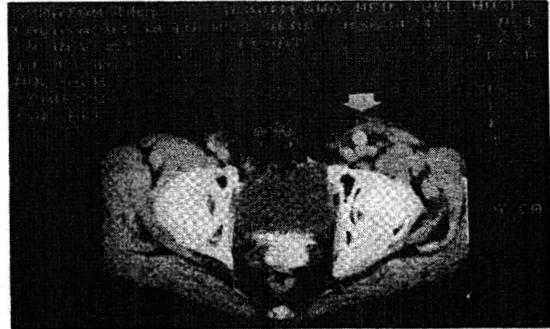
感染グラフト切除・置換有茎大網被覆術後 CT 矢印: グラフトおよび大網
